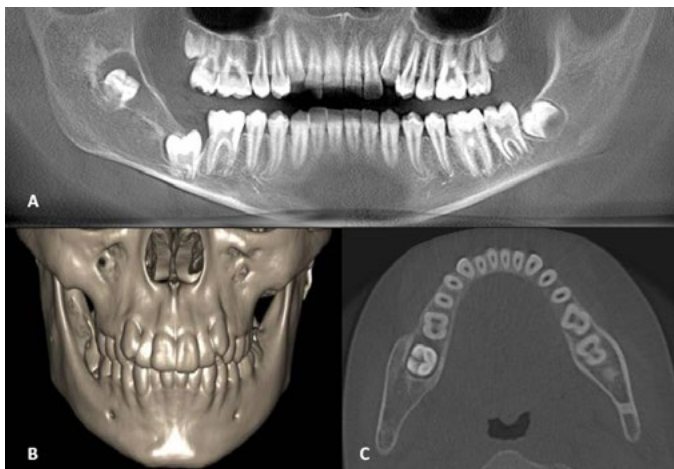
(A) TC panorâmica pós-marsupialização (8 meses) mostrando redução significativa da lesão. (B) Reconstrução tridimensional a partir da tomografia computadorizada em vistas frontal. (C) Corte axial demonstrando regressão da expansão das corticais.
